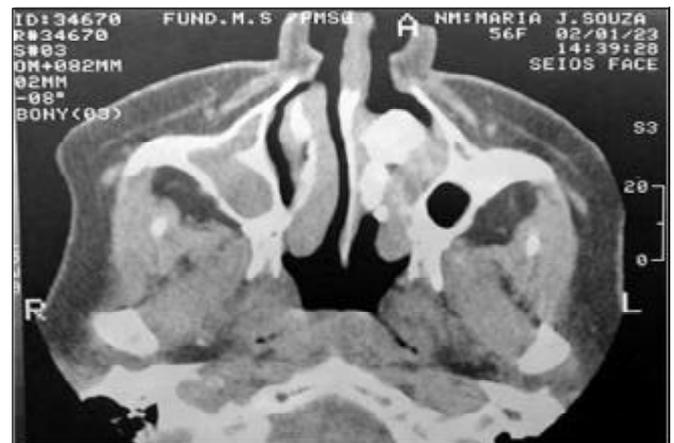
TC pré-operatória corte coronal: material de densidade cálcica no meato inferior da fossa nasal esquerda.
